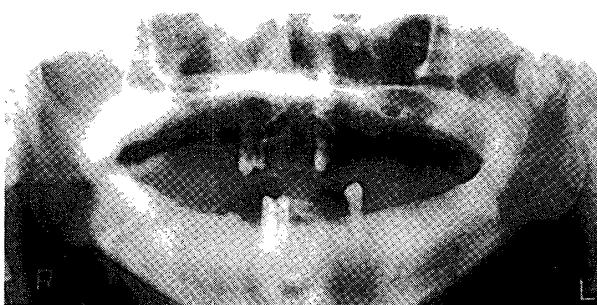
Case 2: Preoperative panoramic radiograph
